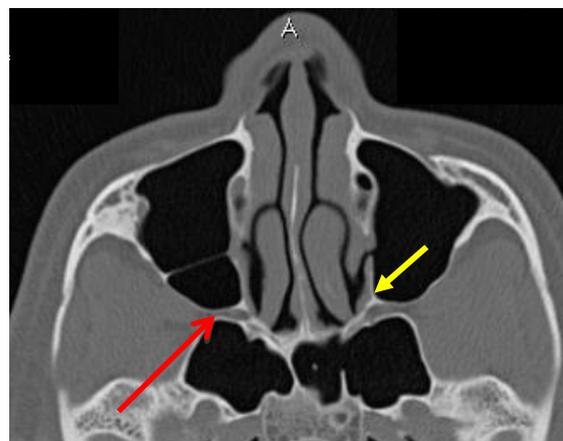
Tomografía axial computarizada de senos paranasales, donde la flecha roja está apuntando a la AEP y fosa pterigopalatina, y la flecha amarilla está apuntando a la cresta etmoidal
